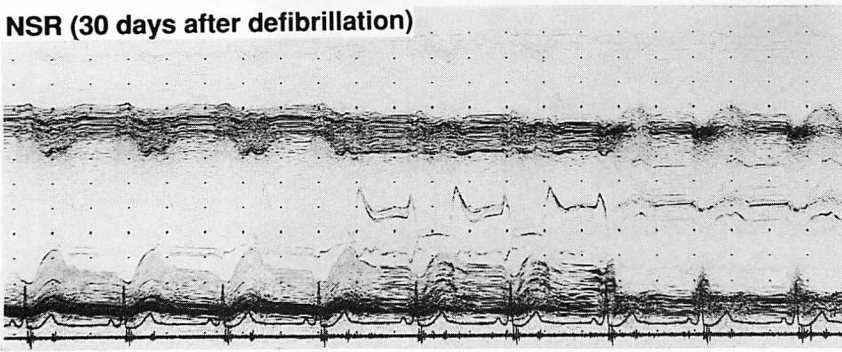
Echocardiograms of Case 7 (58-year-old man with DCM).
